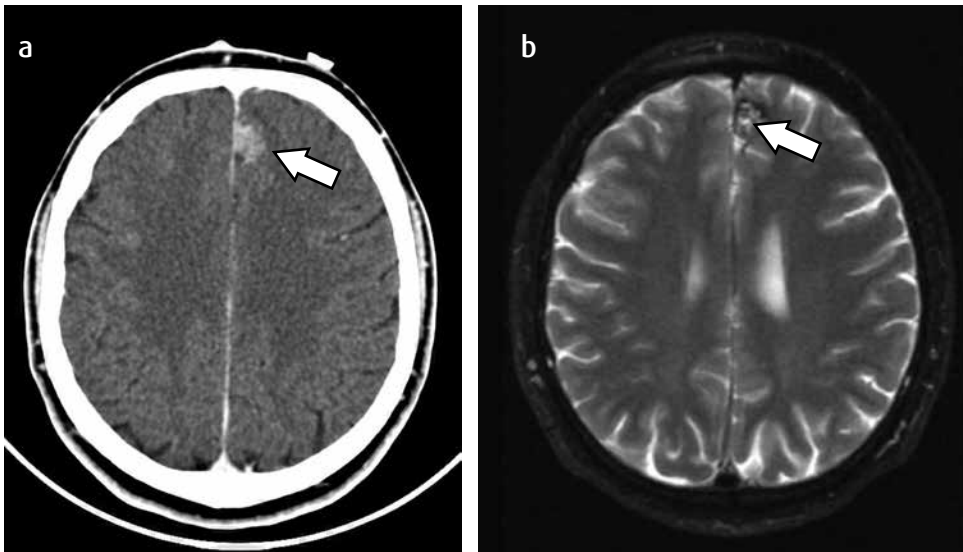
(a) TC simple en donde se identifica una pequeña MC de alta señal mixta en la corteza del lóbulo frontal izquierdo (flecha blanca). (b) RM axial con información en T2, del mismo paciente, en donde la lesión demuestra un halo de baja señal alrededor (flecha blanca).
